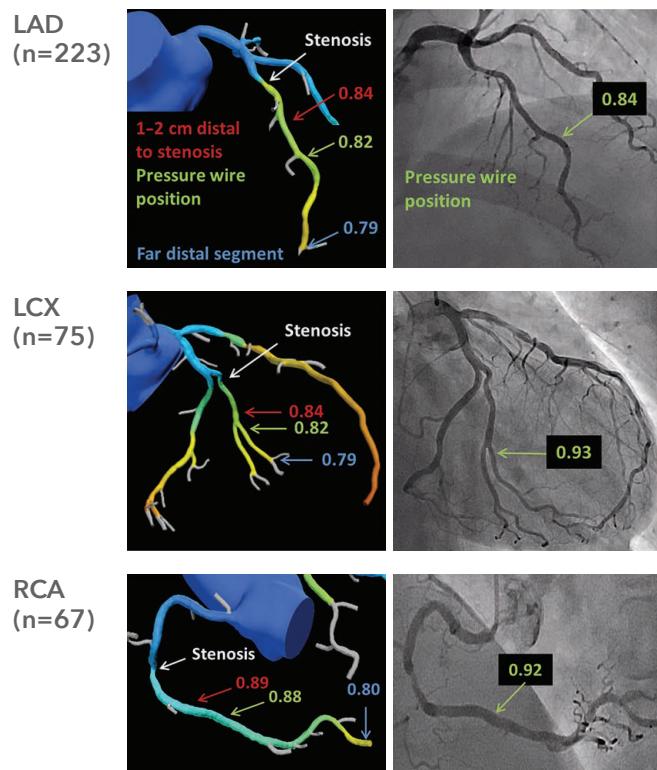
FFR_{CT}とpressure wireによるFFRの計測
